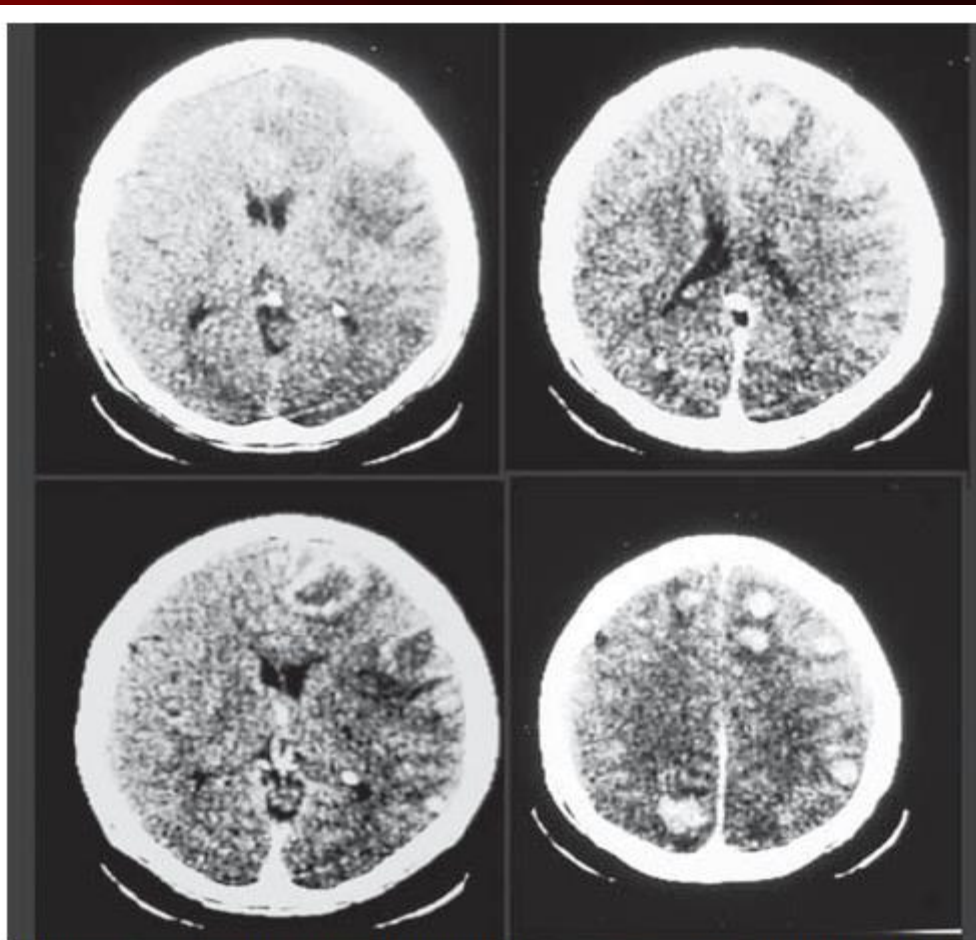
Encefalopatia chagásica: tomografia de crânio de paciente do sexo feminino com meningoencefalite por *Trypanosoma cruzi* associada à aids. A contagem de CD4 era de 88 células/mm³. Observa-se lesão expansiva comprimindo os ventrículos laterais com intenso edema perilesional. Fig. 4A com captação de contraste e Fig. 4B sem captação de contraste.
